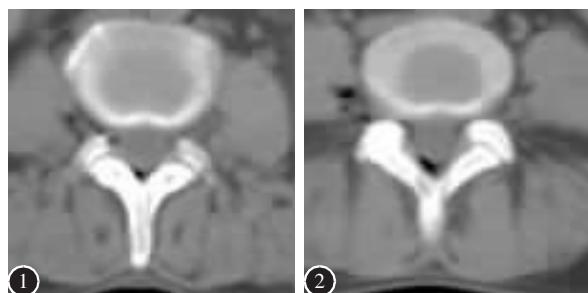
CT示L4/5硬膜外及右侧神经根和椎间孔外有气体,椎间盘轻度突出 图2 硬膜外气体偏右侧,右侧椎间孔外可见气体,椎间盘轻度突出
